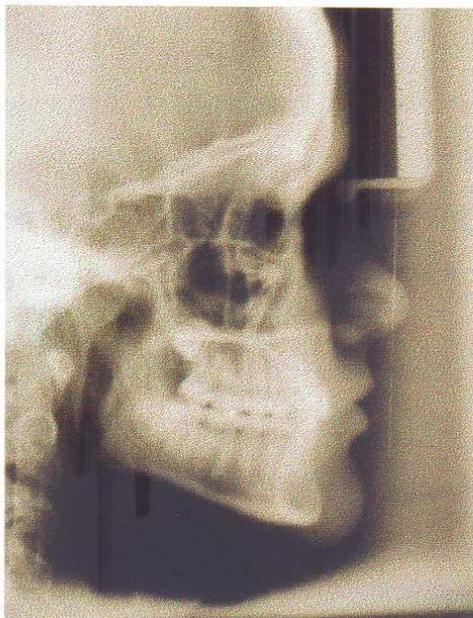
Telerradiografia
